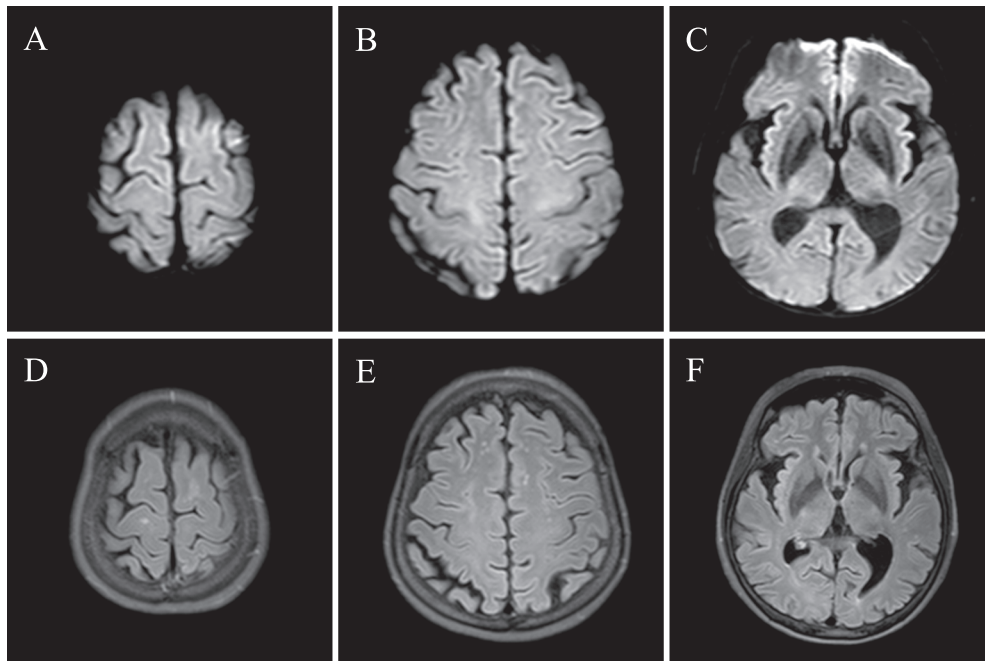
Follow-up brain MRI after 7 months of treatment.
